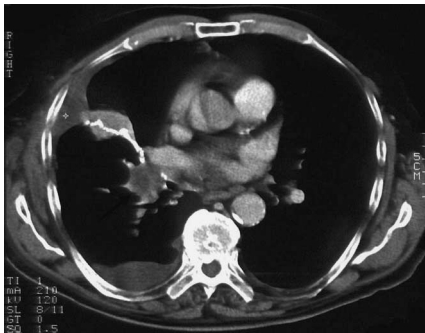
In der Computertomographie zeigt sich ein das Parenchym des Mittellappens destruierender Tumor (Pfeil). Nebenbefundlich stellt sich ein paraneumothischer Pleuraerguss rechts bei Retentionspneumonie aufgrund des endobronchialen Lipoms dar.
